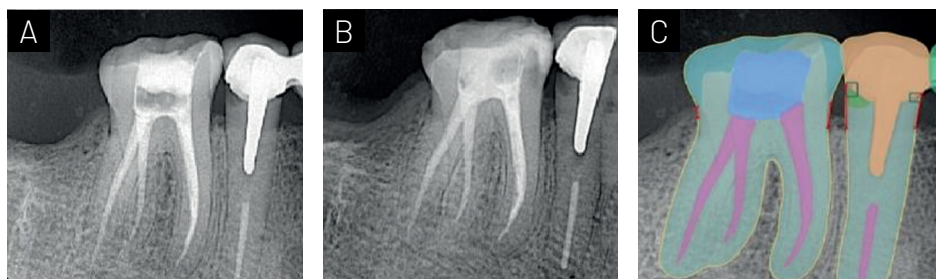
(A) Radiografía periapical final (B) Radiografía control 2 años (C) Radiografía software inteligencia artificial control 2 años.
